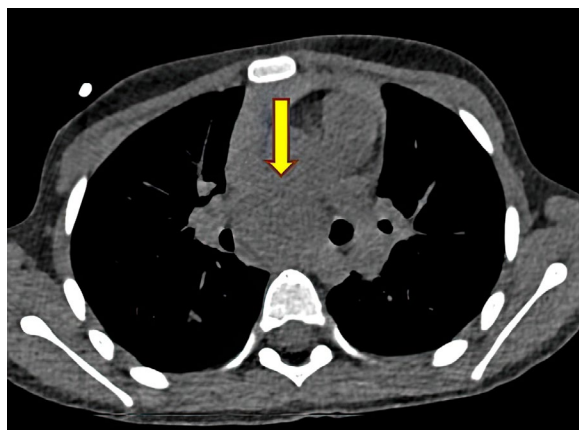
Immagini della prima TC torace eseguita senza mezzo di contrasto. La freccia indica la lesione nodulare ipodensa sottocarenale, localizzata nel mediastino posteriore.
